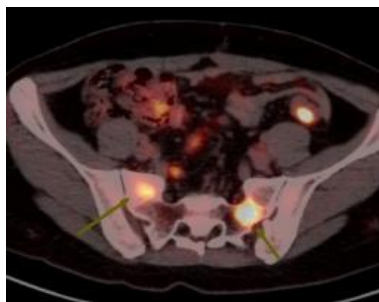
PET-CT: Bone metastasis of tumor cells
